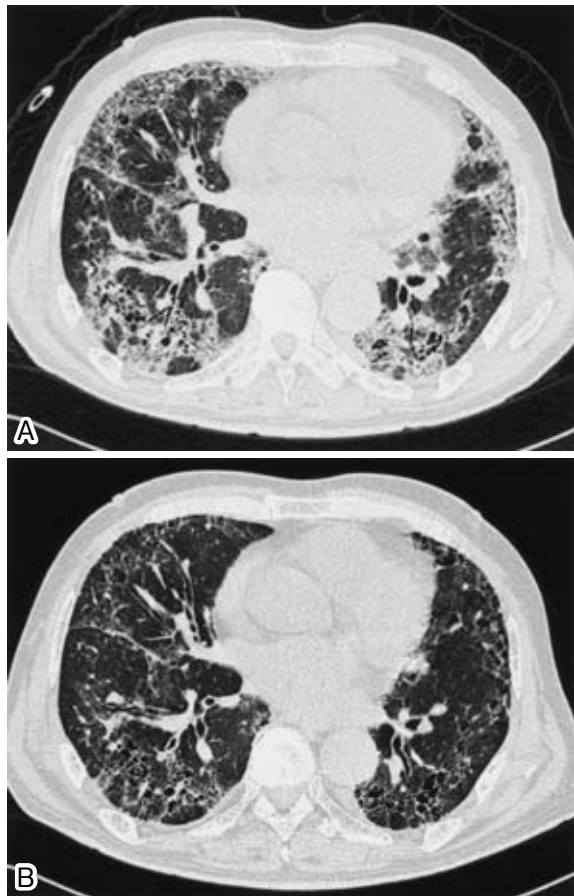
A: Chest CT shows diffuse ground-glass opacity and traction bronchiectasis in both lower and peripheral lung fields. Honeycombing is not observed. B: Chest CT after 2 months of treatment shows decrease of the interstitial changes in both lung fields.
